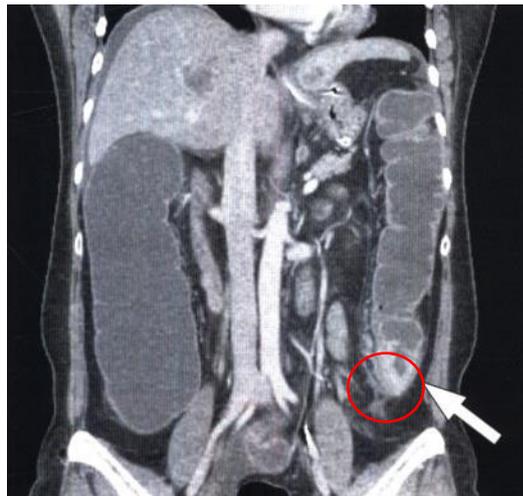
МСКТ брюшной полости больной А., 64 года
